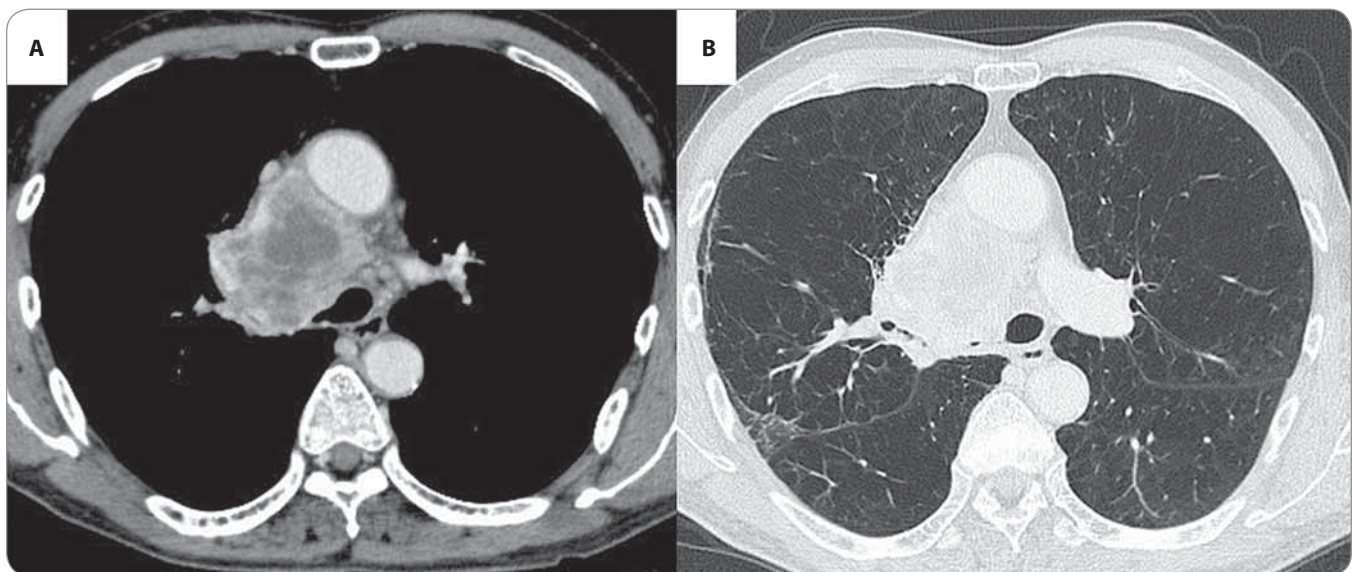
Chest CT scan taken at admission. A) Large mass in the right upper lobe of the lung with ipsilateral lymph node swelling. B) Low attenuation areas in both upper lobes of the lung.
